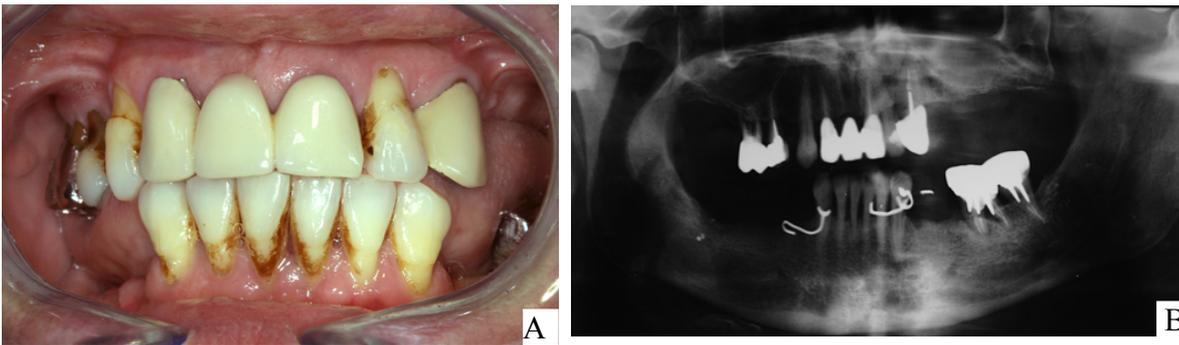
Photographie (A) et orthopantomogramme (B) de l'état dentaire du patient avant la réhabilitation réalisés le jour de la consultation
